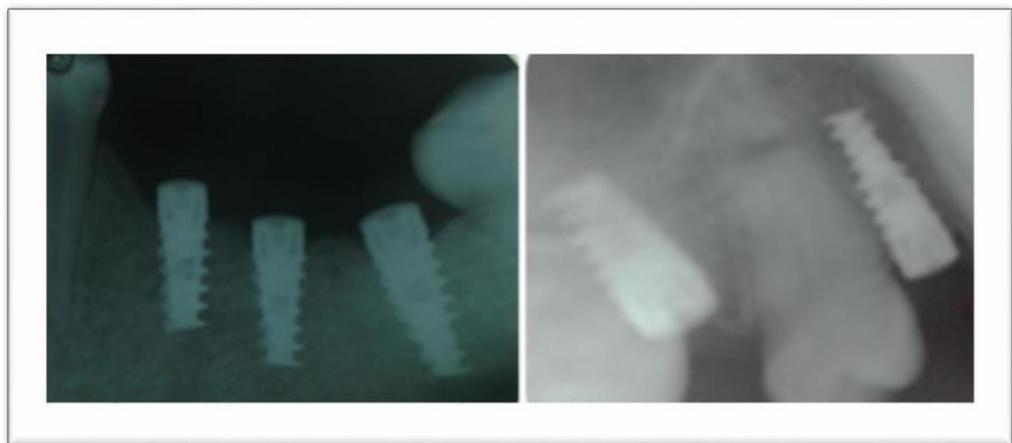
Radiografía de control a los 30 días del acto quirúrgico
